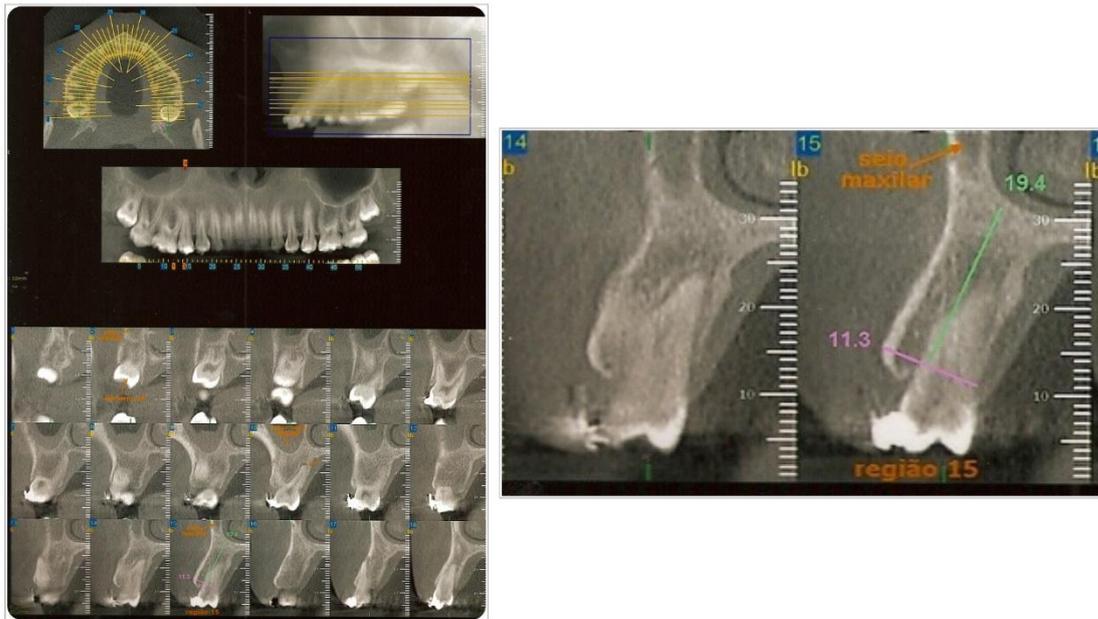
Tomografia computadorizada evidenciando a necessidade de posicionamento vestibular e equilíbrio entre as corticais do dente 15.
